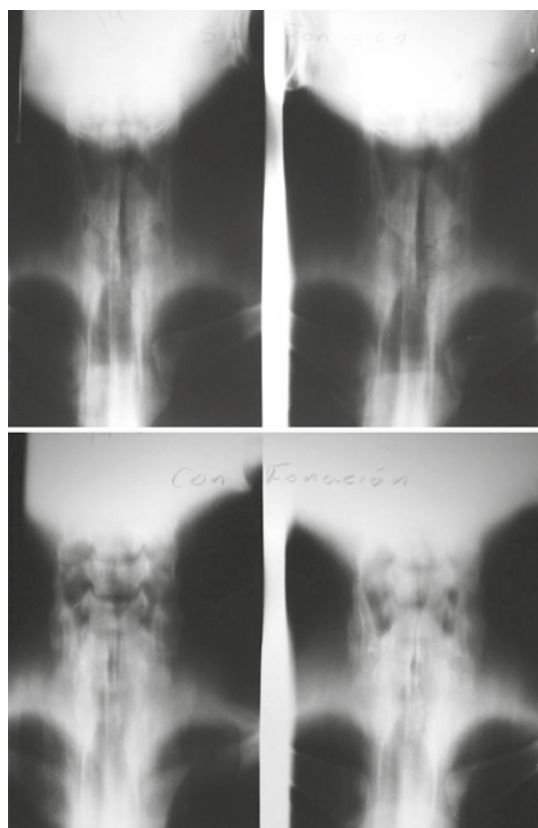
Tomografía lineal de laringe: estenosis de la luz de vía aérea a nivel laríngeo.
